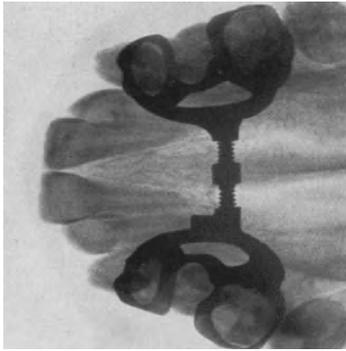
554. Röntgenkontrollaufnahmen einer Oberkieferdehnung durch Nahtsprengung bei einem 7-jährigen Kinde. (Nach Mela.)
